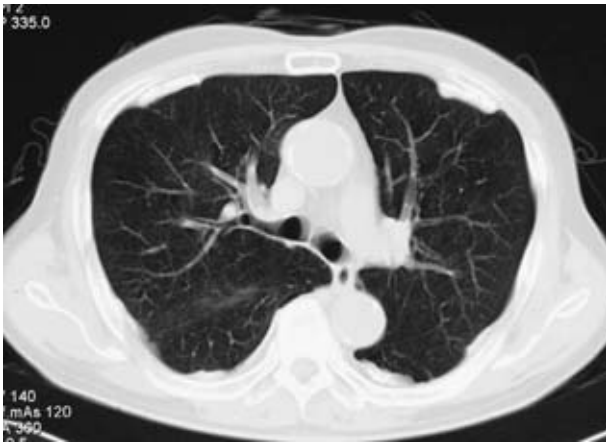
Thoracic CT showing multiple calcified pleural plaques and no obvious subpleural fibrosis.
